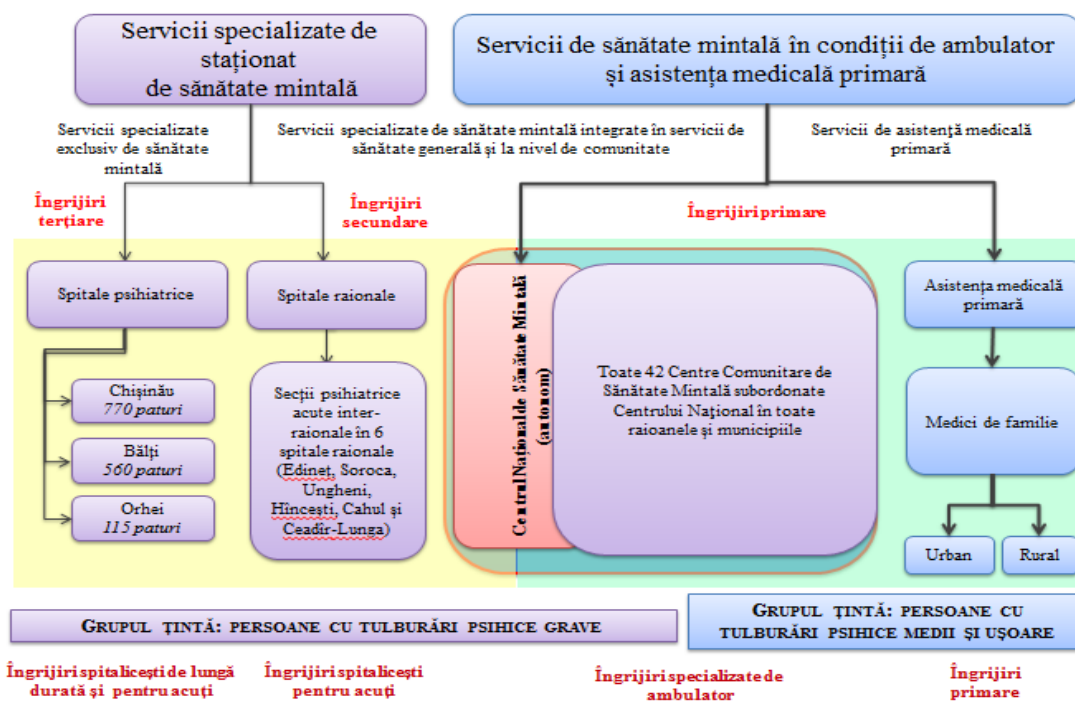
Opțiunea nr. 1 de reorganizare a serviciului de sănătate mintală în RM.
